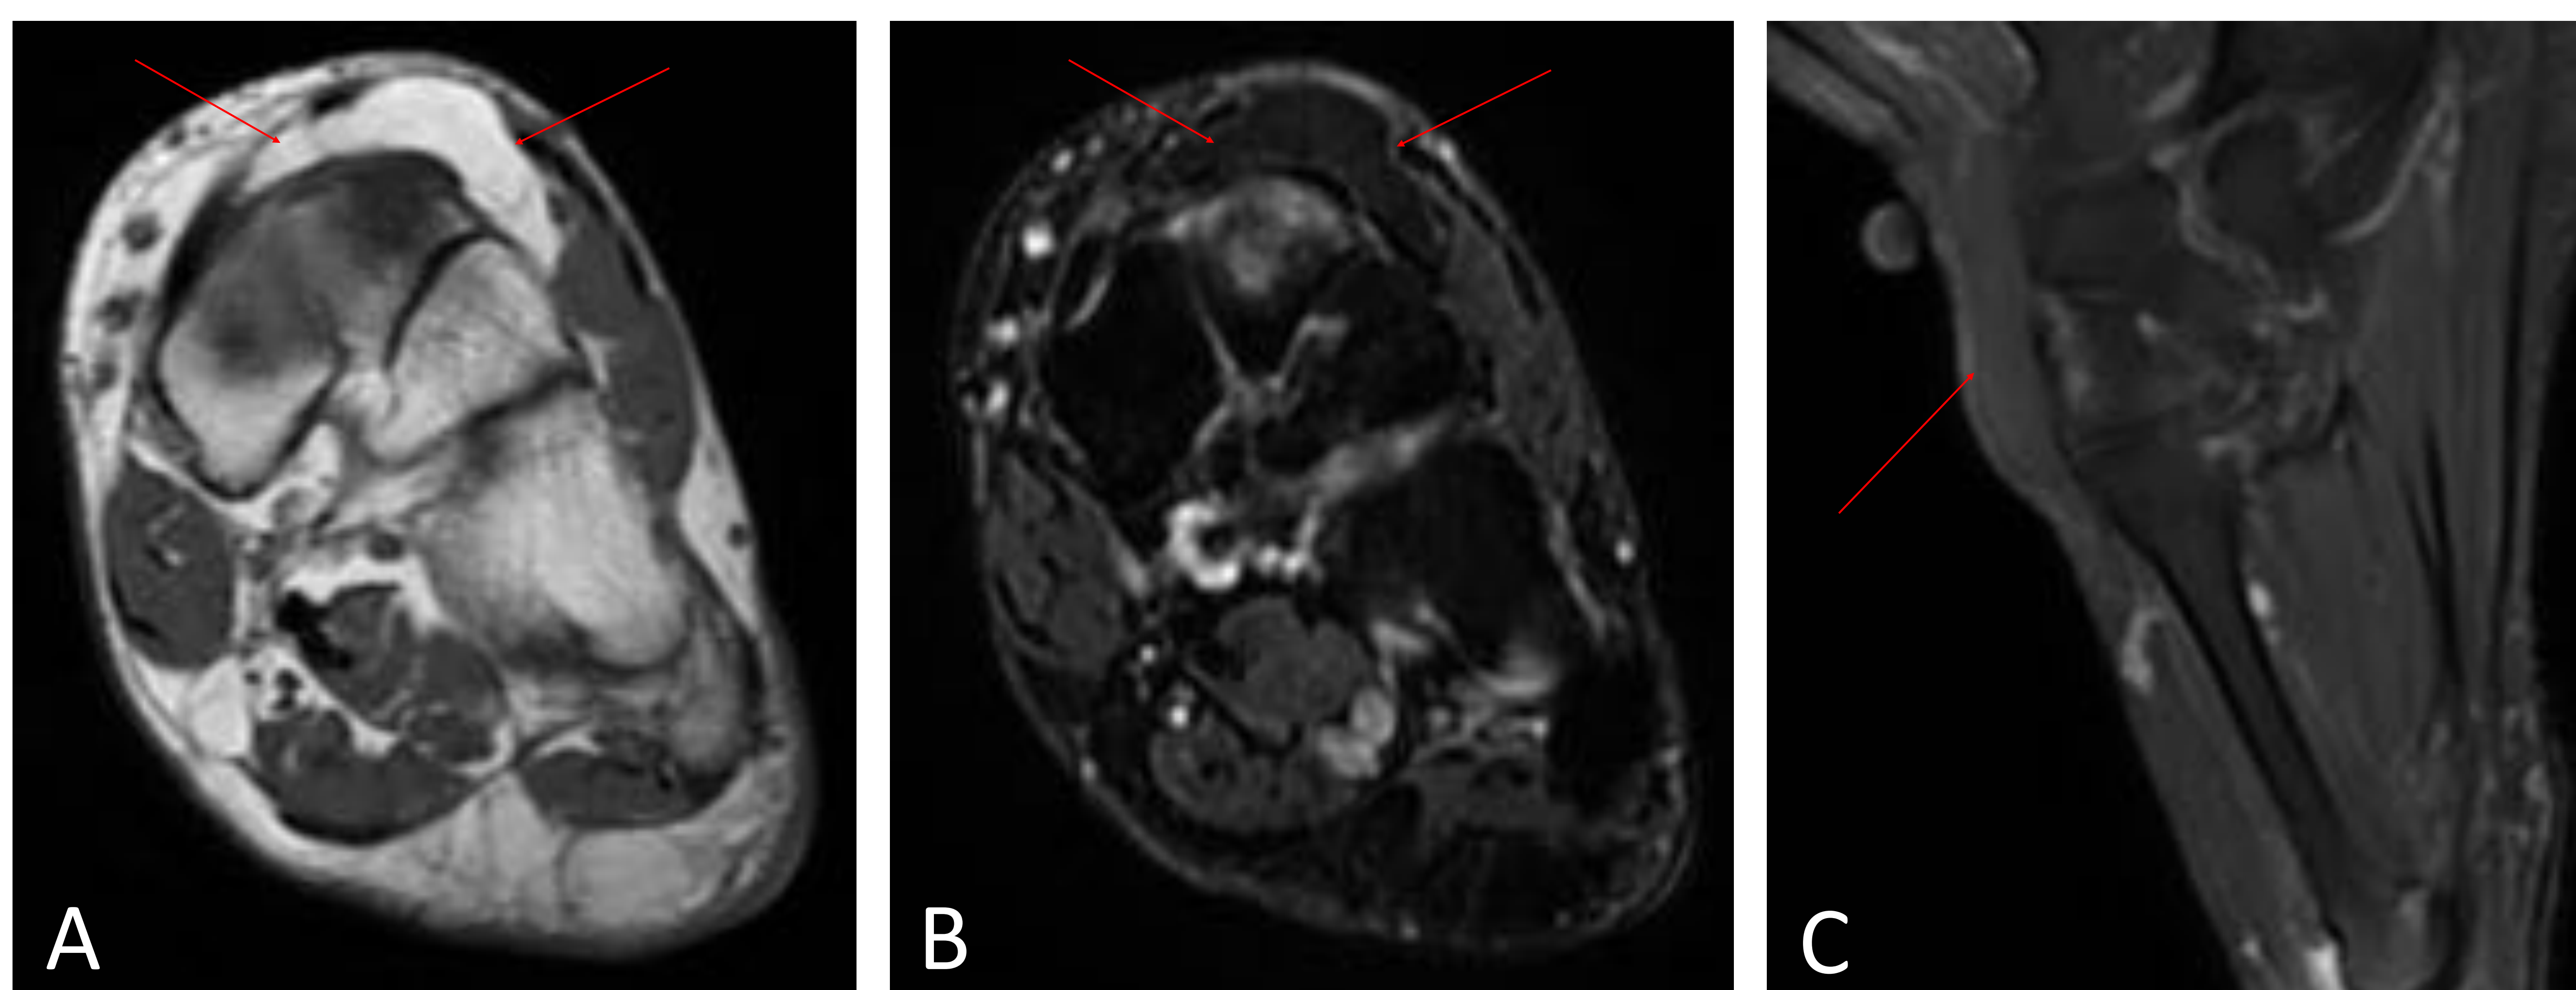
RM de pie. Secuencias en eje corto T1 (A) y STIR (B) y sagital T2 con saturación grasa (C) de tobillo.
